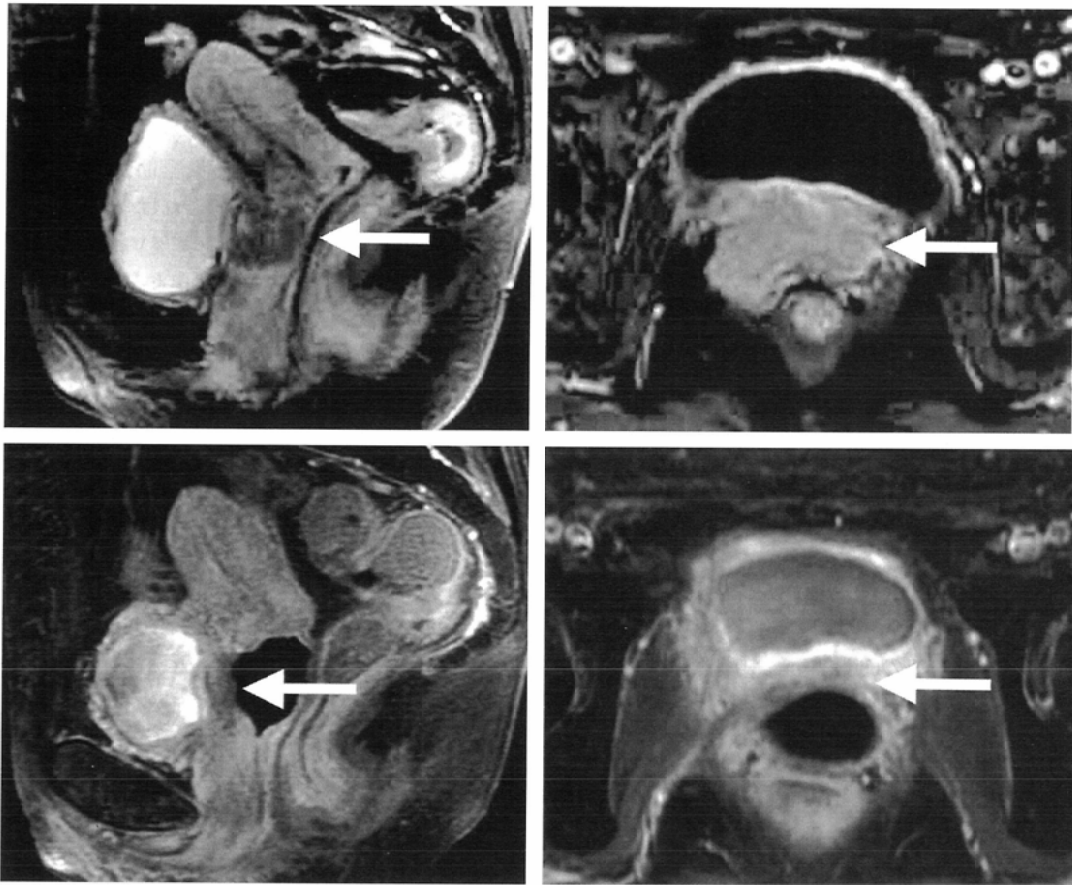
Gd-enhanced MRI. Arrows indicate the tumor. A: sagittal image before treatment. The tumor is located behind the bladder, under the anterior wall of vagina. A': Axial image before treatment. B, B': Sagittal and axial images obtained just after all treatment had finished, that is, after 50.4Gy of external irradiation (including 19.8Gy with center-shield), 30Gy of high-dose-rate interstitial brachytherapy and four CDDP infusion. Tumor size has markedly reduced.
